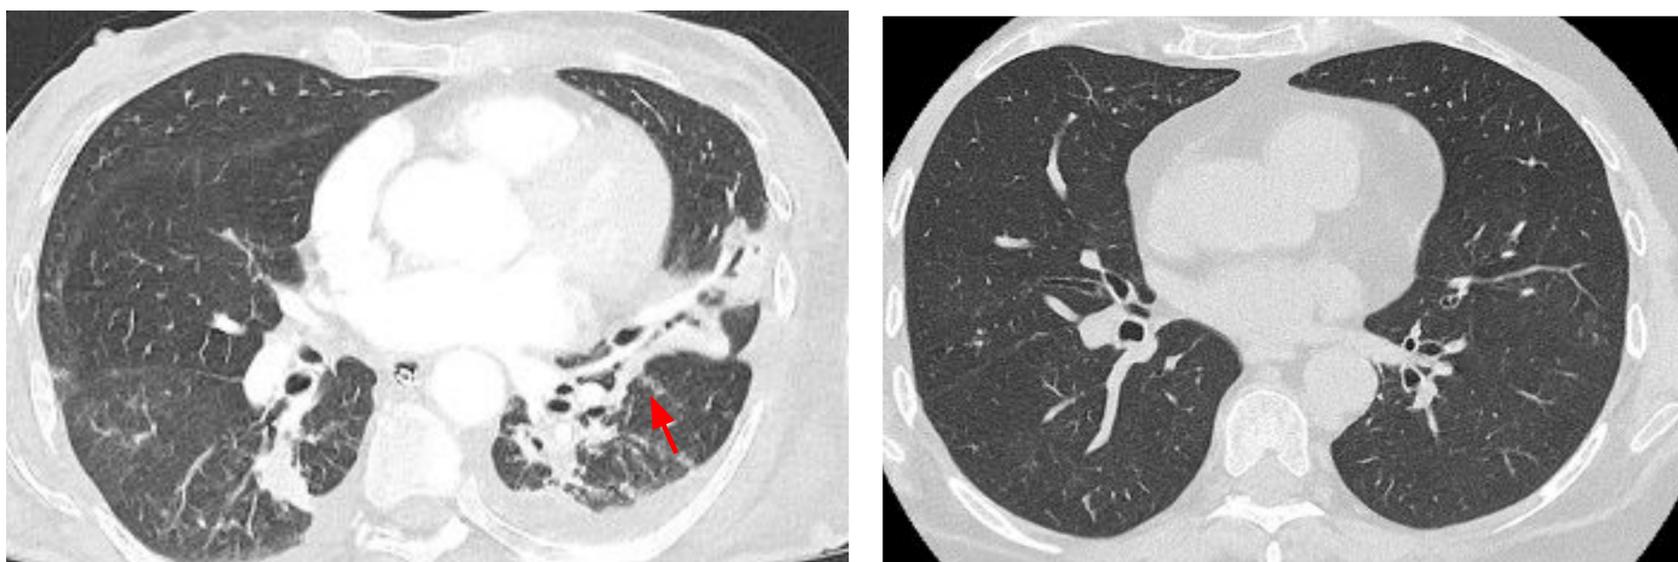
Neumonía aguda (imagen izquierda) y TC 2 meses más tarde (imagen derecha) que muestra resolución de los hallazgos
